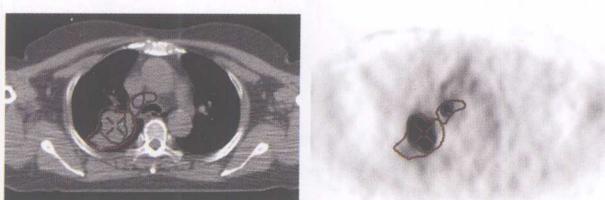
女性, 64岁, 右肺上叶肺癌伴部分肺不张放射治疗, 肺癌 ^{18}F -FDG PET GTV(绿)明显小于CT GTV(红), 转移淋巴结 ^{18}F -FDG PET GTV(蓝)小于CT GTV(深红)
